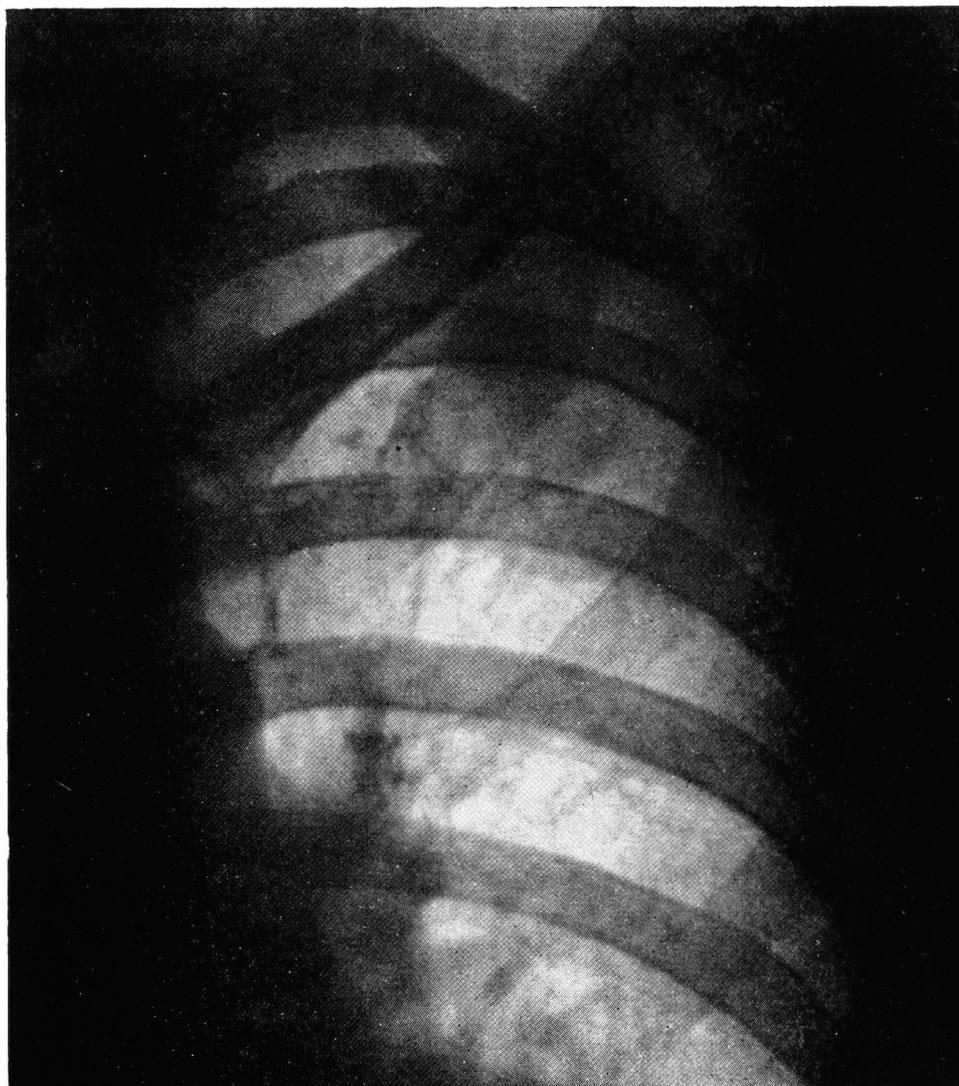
Caso nº 13 — Telerradiografia nº 8.085 (8-11-50). — Reativação dos pequenos focos pós-primários com formação de infiltrado maculoso subclavicular E. Lavado gástrico com cultura positiva (22-11-50).
